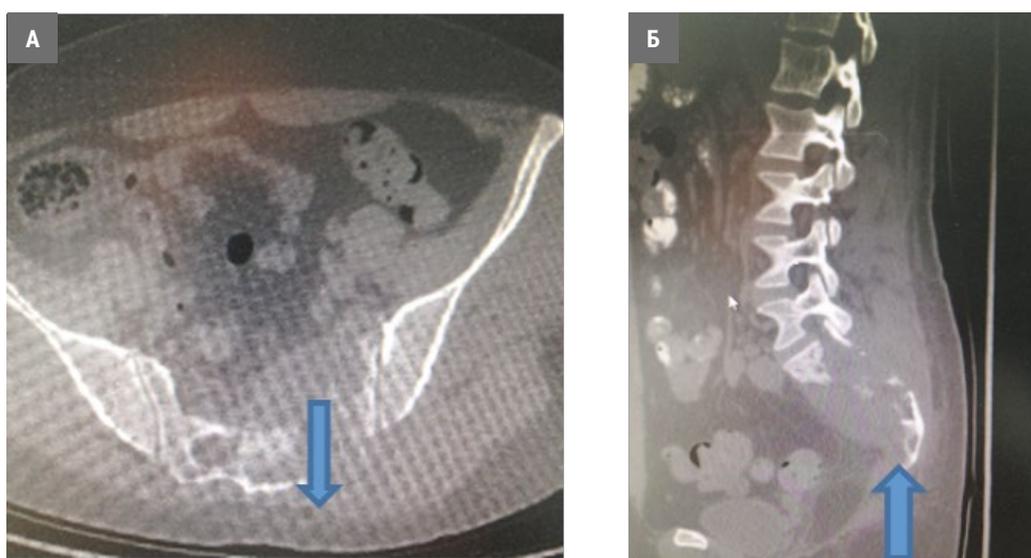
СКТ таза, липосаркома крестца (стрелками указана опухоль).
